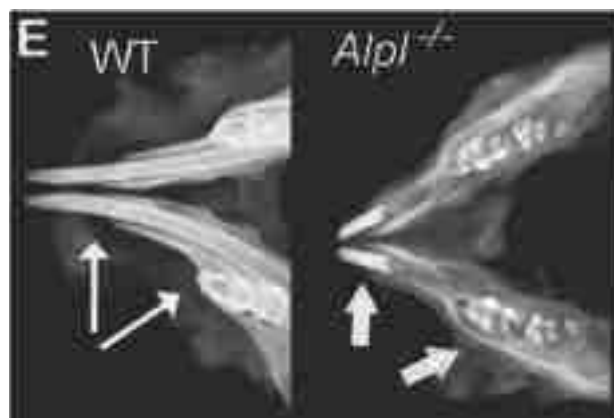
Radiographies d'incisives et de molaires mandibulaires chez des souris WT et HPP au 22e jour post-natal (22).
